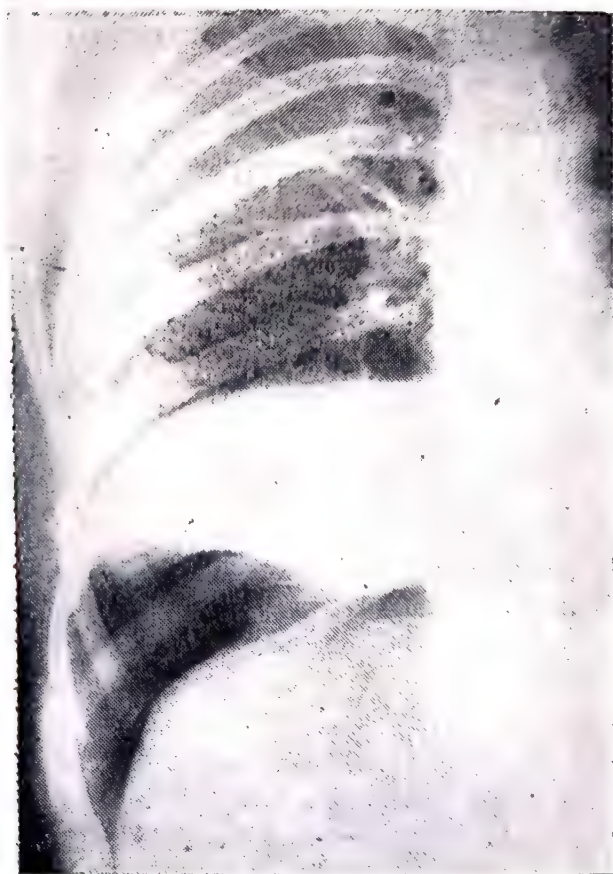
37. — Chist pleuropericardic (radiografie de față).
